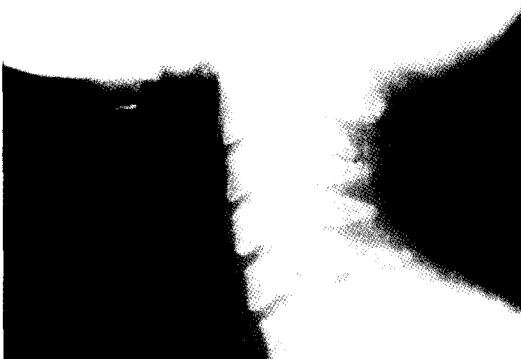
Preoperative Neck X-ray(lateral view) shows foreign body like opacity in C4-5 level.
